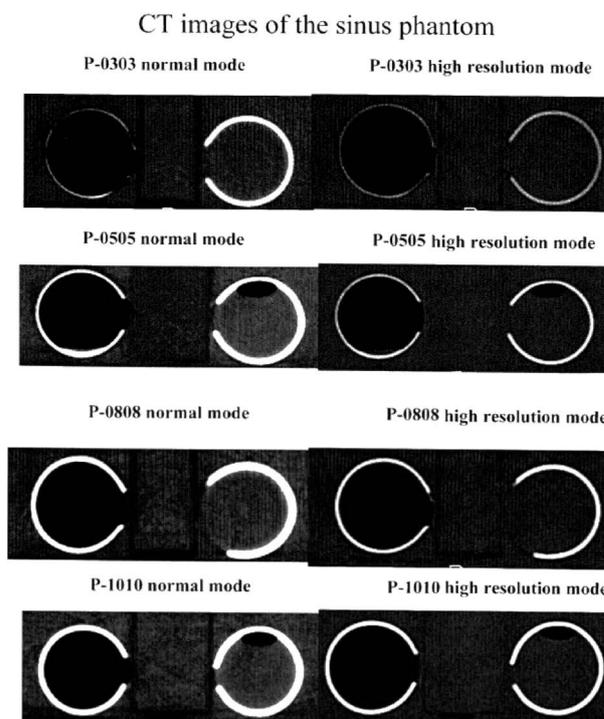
洞壁ファントムのCT画像²²⁾. 再構成関数Normal mode (WL: 50HU, WW: 300HU), High resolution mode (WL: 400HU, WW: 1600HU)
